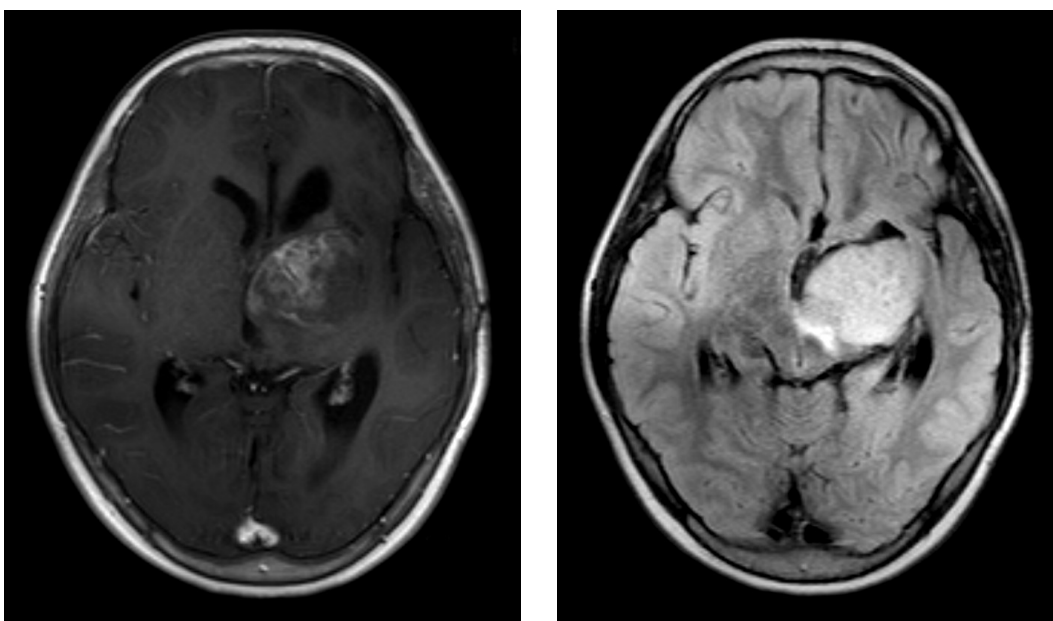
Paziente 2: sintomatologia all'esordio caratterizzata da emisindrome motoria destra, ad andamento progressivo e ingravescente, associata ad ipertono, atteggiamento distonico a carico dell'arto superiore destro ed impaccio della motilità fine della mano (+ lieve paralisi facciale destra da deficit del VII nervo cranico di sinistra); riscontro, alla RM, di una lesione espansiva nucleo-capsulare-talamo-ipotalamica sinistra, con estensione al peduncolo mesencefalico, caratterizzata da componente cistica, intenso e disomogeneo enhancement dopo somministrazione del mezzo di contrasto (allo studio spettroscopico si riscontra un'alta componente di Cho, un basso picco di NAA ed un lieve picco di lattato).
